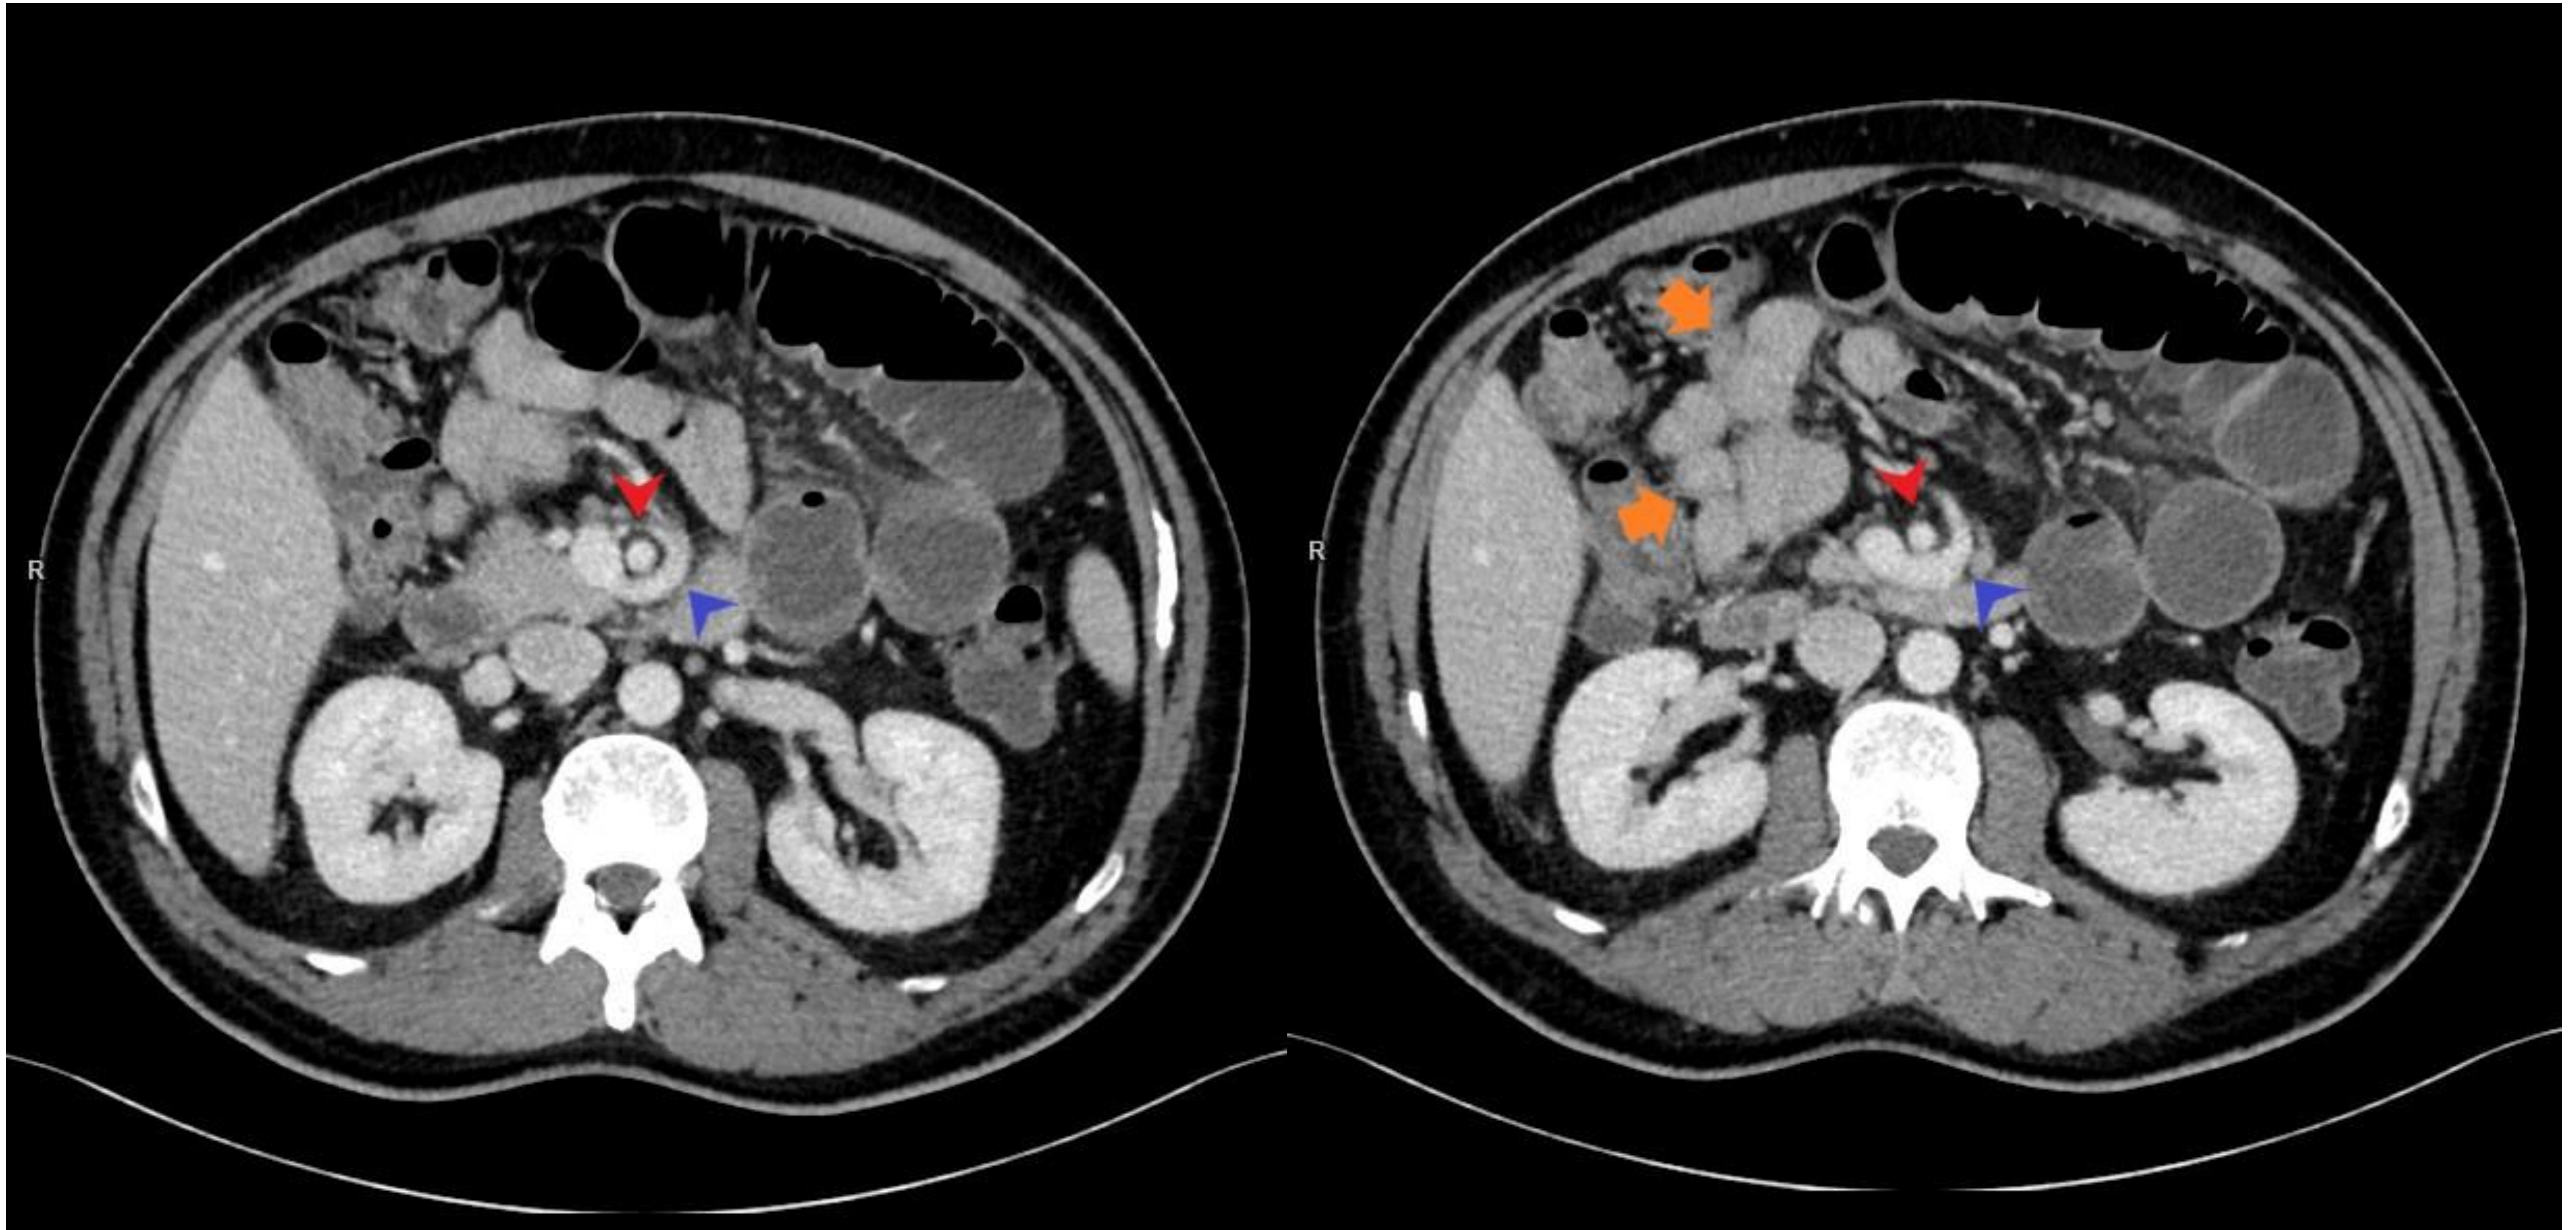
Las imágenes superiores corresponden a cortes axiales de TC tras administración de CIV con adquisición de las imágenes en fase portal. En la imagen de la izquierda podemos observar la inversión en la relación entre la arteria mesentérica superior (cabeza de flecha roja) y la vena mesentérica superior (cabeza de flecha azul), que se dispone alrededor de la AMS. En la imagen de la derecha se aprecia la inversión de AMS y VMS, y también se aprecia una alteración en la disposición de las asas de yeyuno (flecha naranja) en el hemiabdomen derecho.
